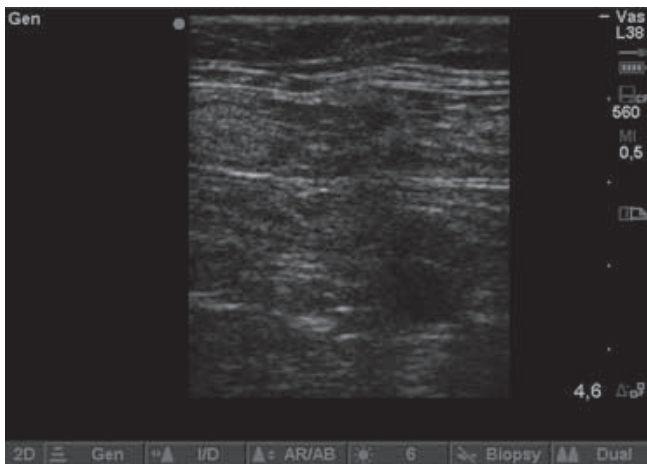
Ultrasonido 6 meses después: vena safena interna con oclusión total de la luz y diámetro menor de 2 mm.
